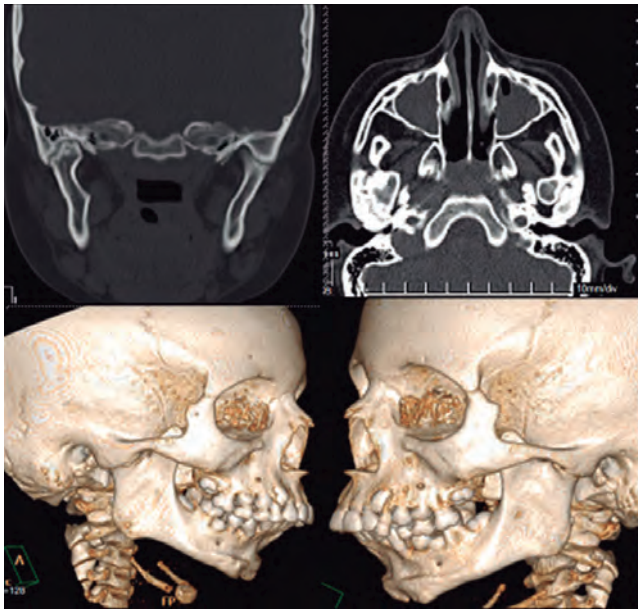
TAC facial multiplanar y 3D que revela anquilosis bilateral de ATM más hiperplasia de apófisis coronoides bilateralmente.
